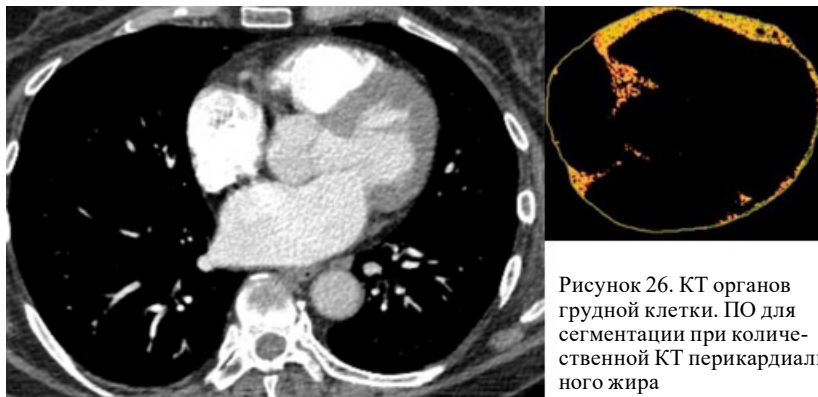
КТ органов грудной клетки. ПО для сегментации при количественной КТ перикардиального жира
